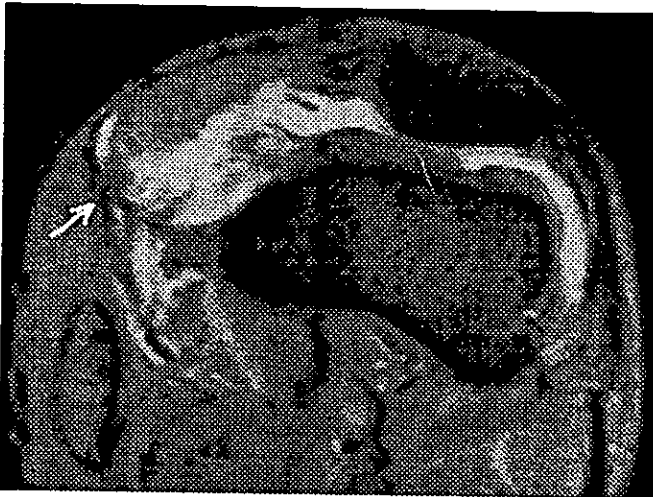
IRM Eco de Gradiente en Axial con FL2D 25 Tiempo de Relajación 765 Tiempo de Eco 18 que muestra Ruptura Parcial del Retinaculo y Posterior del Vasto Medial. Derrame Articular en Receso Medial y Suprapatelar.
